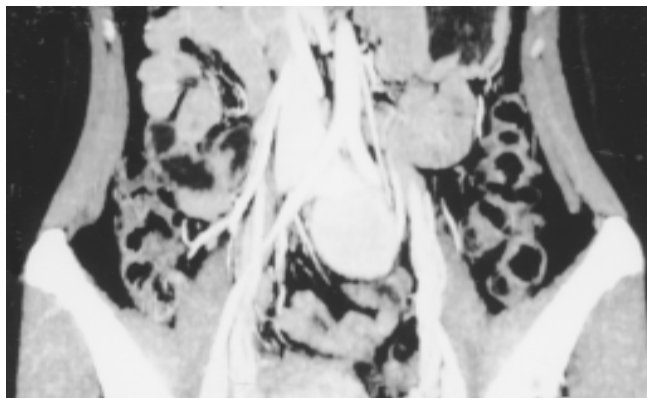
CT、MRI提示:肿瘤位于腹膜后,大小约5 cm × 4 cm。
